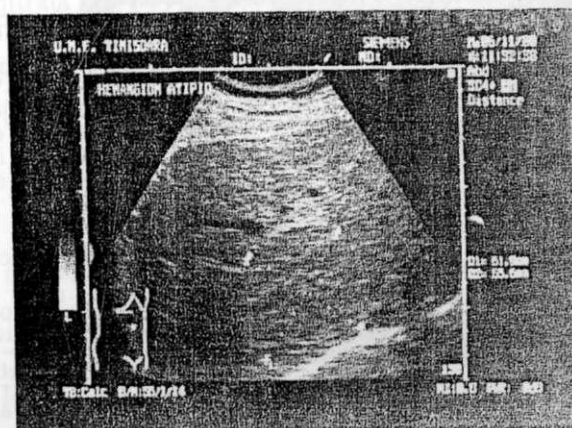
Hemangiom atipic (diagnostic prin RMN)
